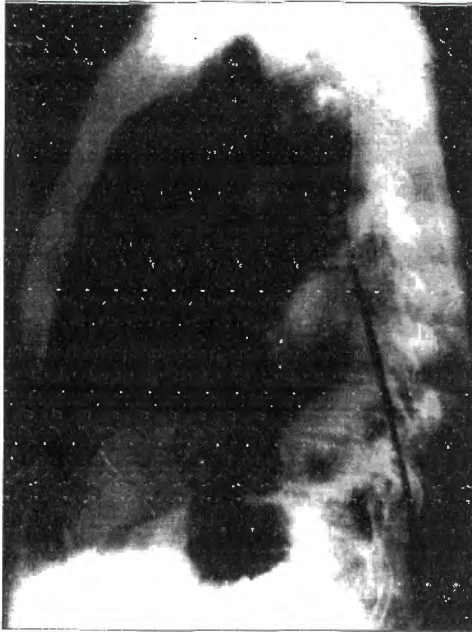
Fantom tümör yan grafisi.
